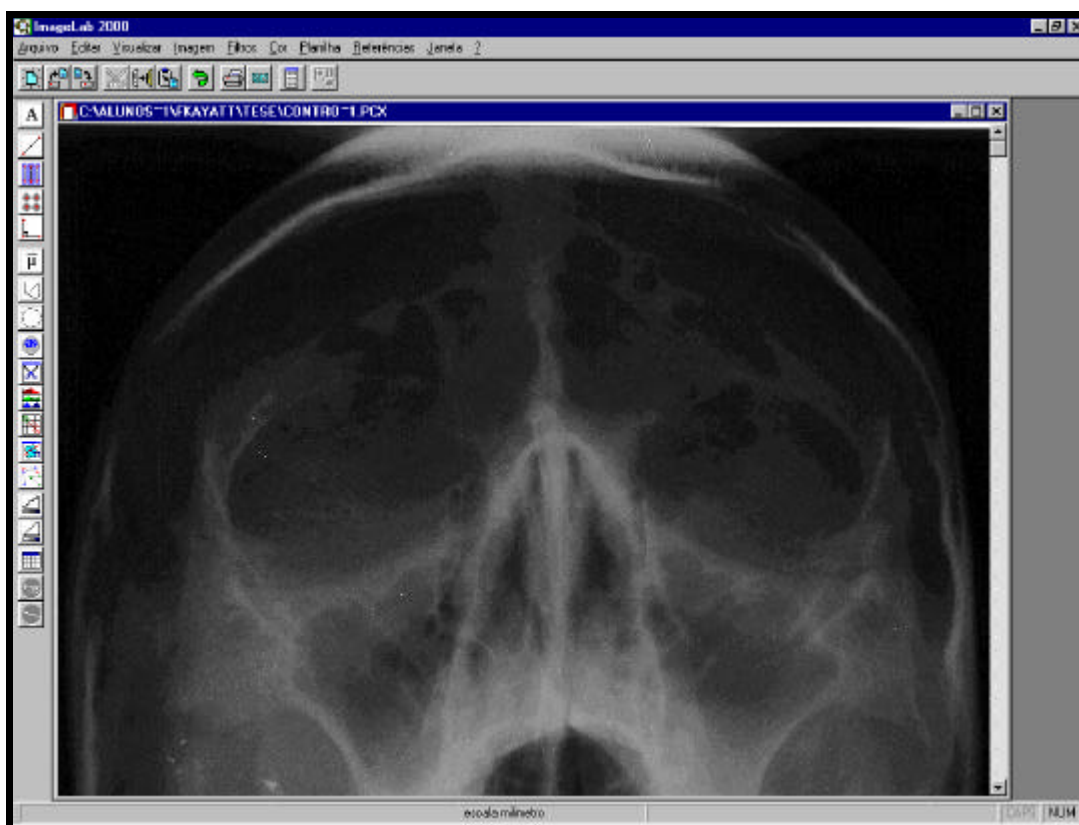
Radiografia inicial Pósterio-Anterior de Waters.
